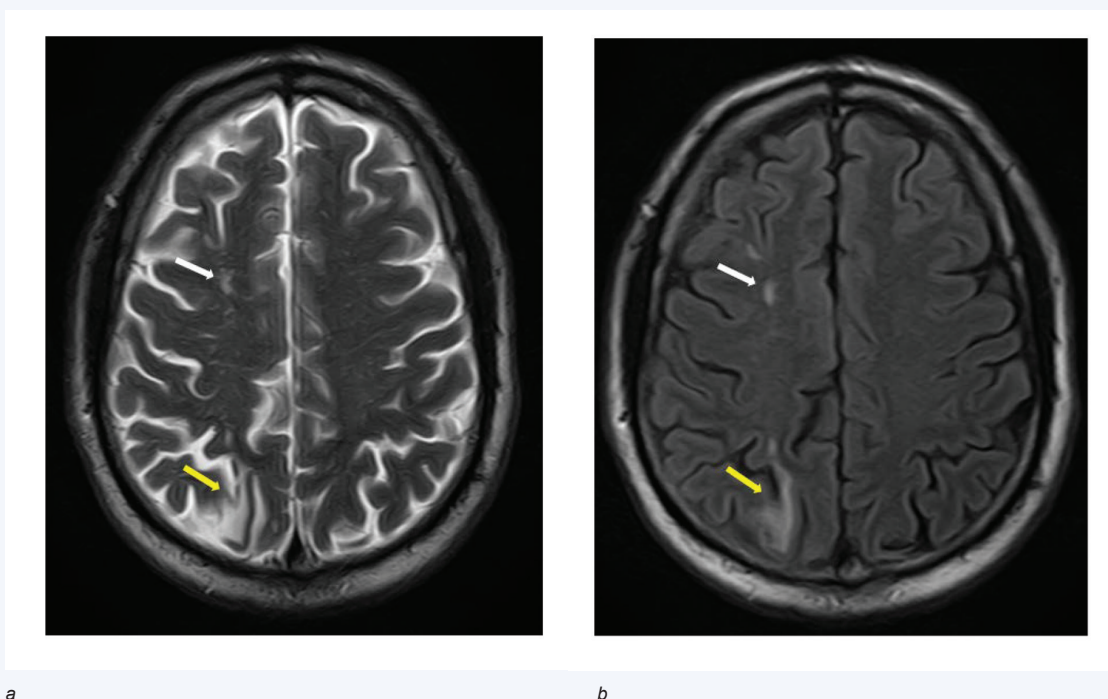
Магнитно-резонансная томография головного мозга: а – T2-ВИ, б – режим FLAIR, аксиальные срезы. Пациент Б., 63 года, с верифицированным диагнозом сахарного диабета из группы I, жалобы на периодические головные боли, головокружение, поступил с правосторонним стенозом внутренней сонной артерии – 85% для проведения плановой операции каротидной эндартерэктомии. Представлено предоперационное магнитно-резонансное исследование головного мозга с признаками перенесенного нарушения мозгового кровообращения и кистозно-глиозной трансформацией в его исходе справа в бассейне терминальных ветвей задней (желтые стрелки) и передней (белые стрелки) мозговой артерий
